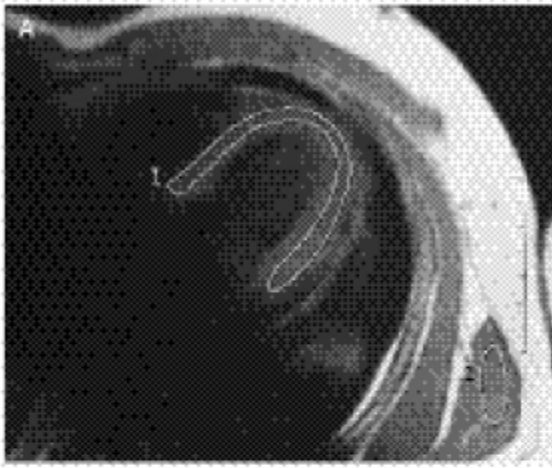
T₁-Weighted Conventional Spin-Echo Magnetic Resonance Images Acquired in the Transverse View at a Midventricular Level before (Panel A) and Immediately after (Panel B) the Intravenous Administration of Gadolinium.
